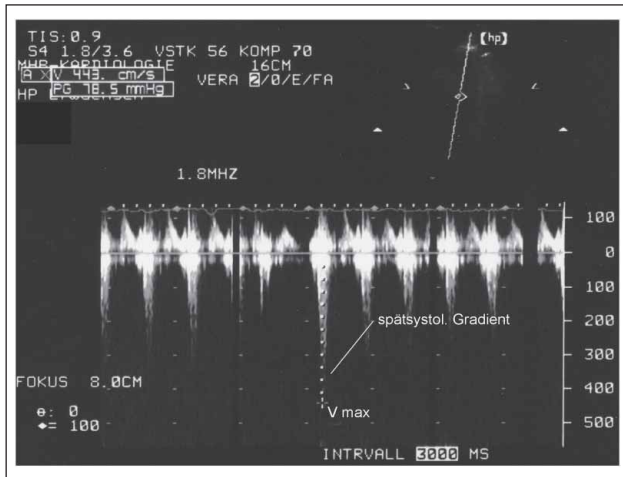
CW-Doppler-Echokardiographie bei Aufnahme mit dynamischer Flussbeschleunigung im LVOT (Gradient 78 mm Hg)
